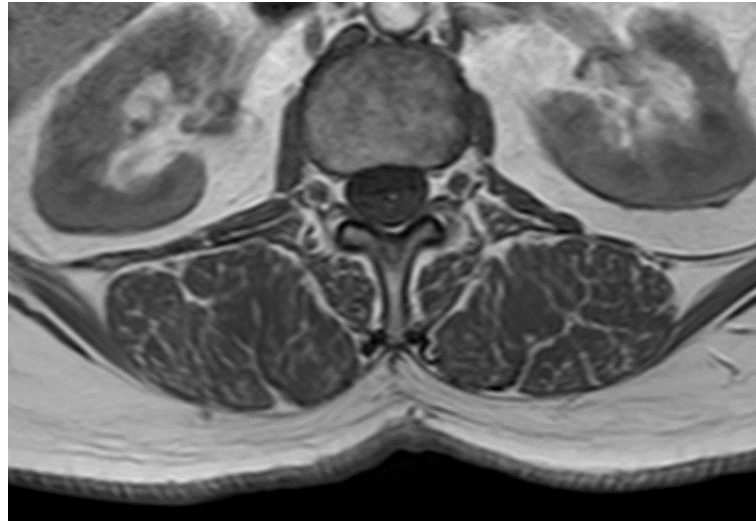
Immagine di un piano di MRI del paziente ID03 che evidenzia che fascia superficiale e fascia profonda sono fuse a livello della spinosa
